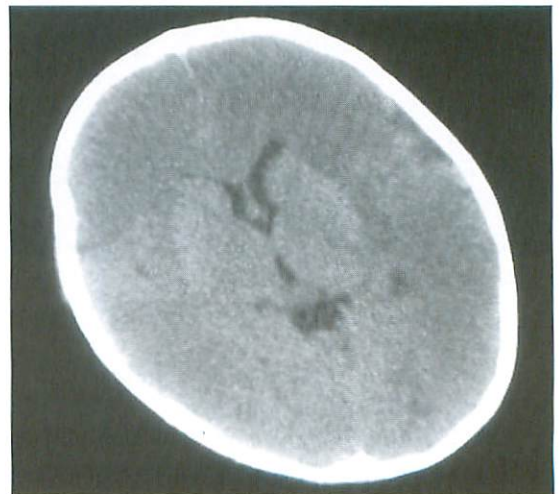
Preoperative brain CT in an infant case of fulminant hepatic failure.
